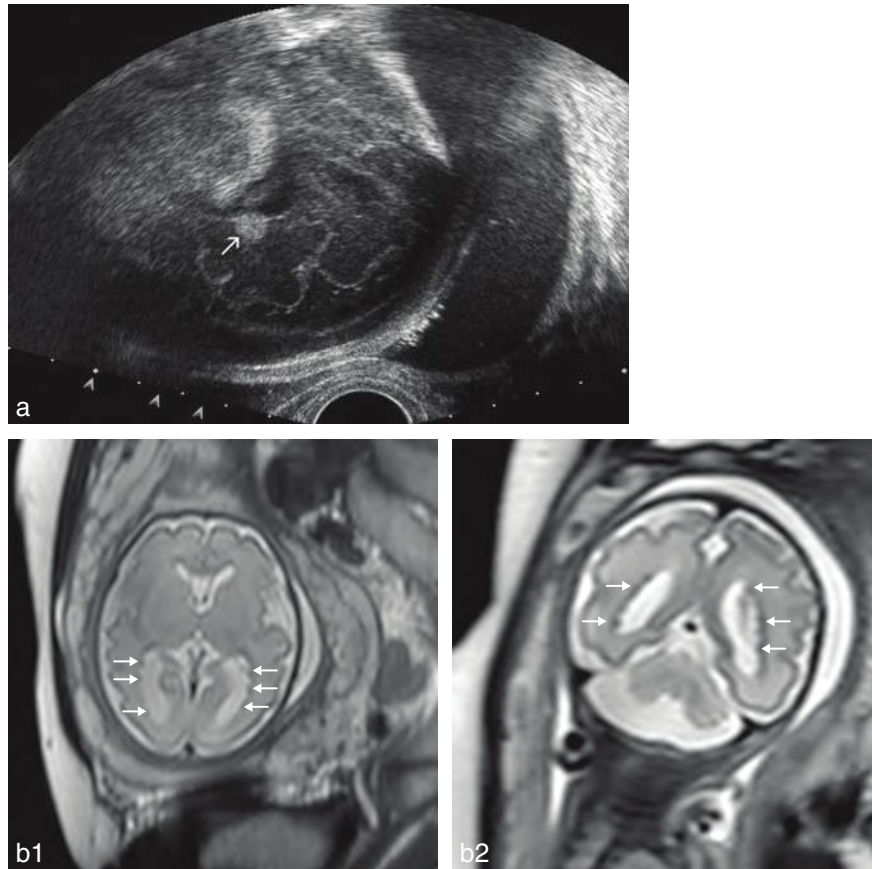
Hétérotopies. a. Nodule hyperéchogène périventriculaire (→). b. 30 SA. IRM pondération T2 réalisée pour le bilan d'une méga-grande citerne. Noter de multiples hétérotopies périventriculaires (→) non visibles en échographie.
